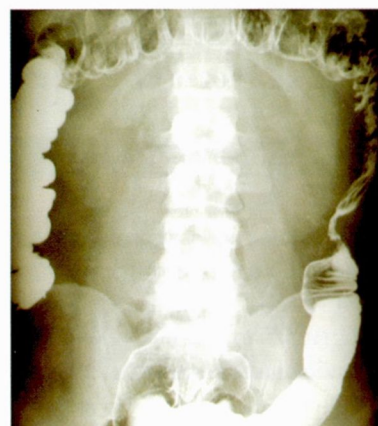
Хронический колит с атрофией и гипотонией (рентгенограмма)
